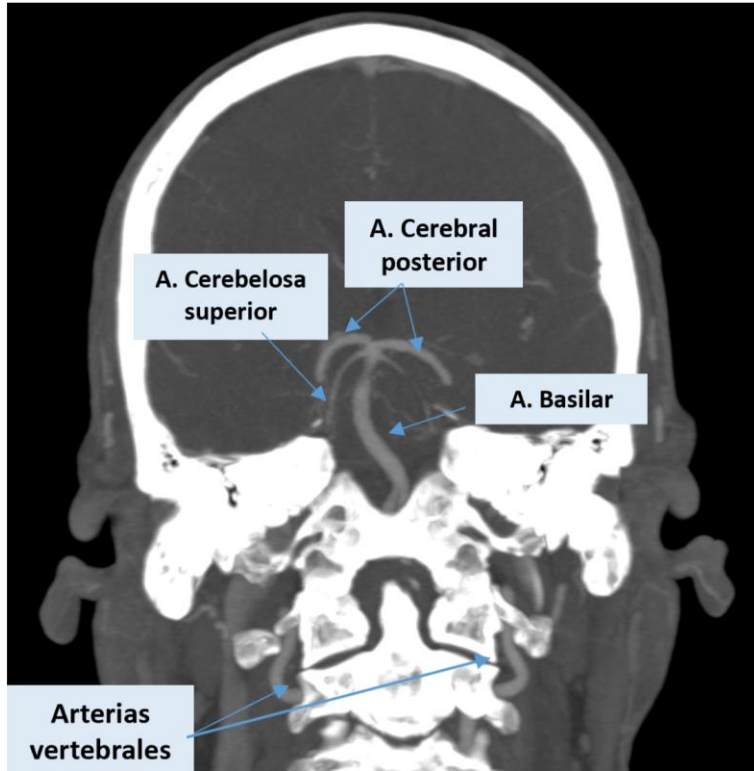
(Angio TC): anatomía vascular de la circulación posterior
